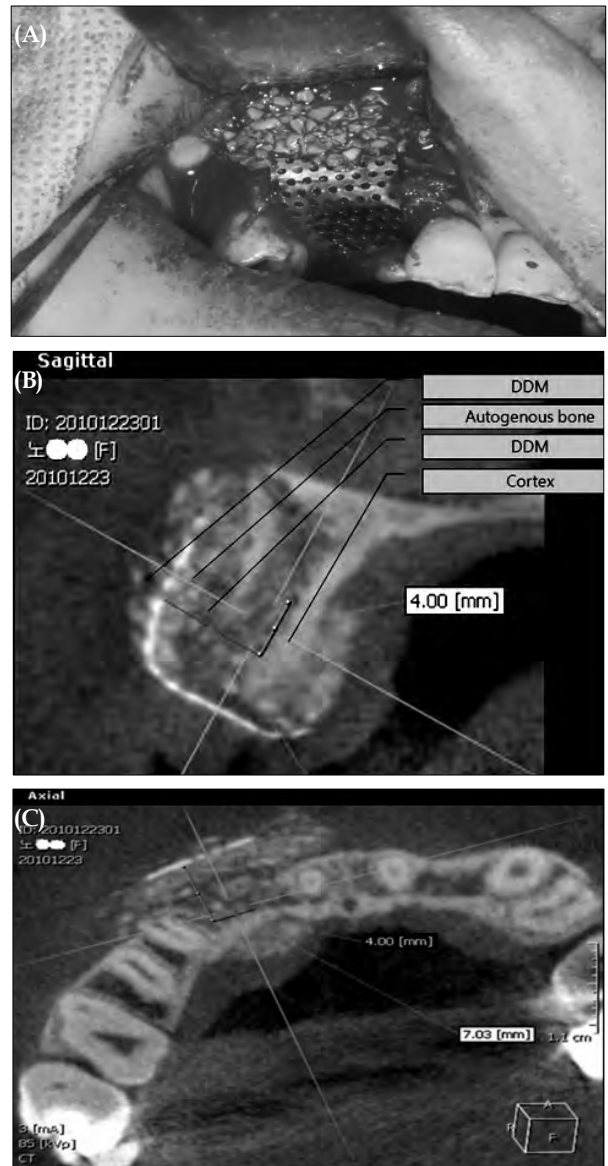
Onlay bone graft was done with autogenous bone and autogenous demineralized dentin matrix. (A) Clinical view. (B) Saggittal view of computed tomographic image showed position of graft materials. (C) Axial view of computed tomographic image.
